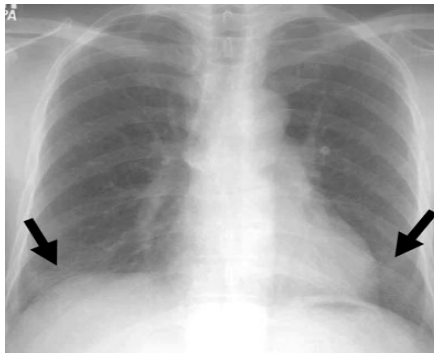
Оглядова рентгенограма ОГК. Інтерстиціальний пневмоконіоз I стадії: видно дрібні сітчасті затемнення (стрілки).
